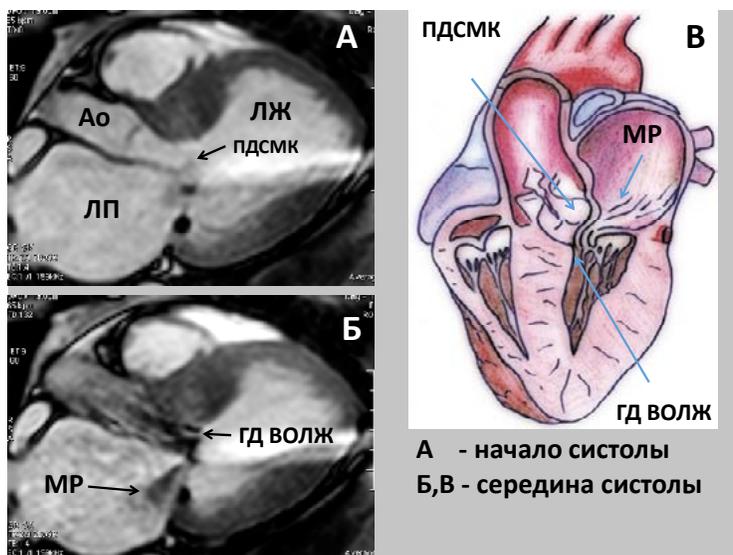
МРТ больного с ГКМП, длинная ось (А, Б, В). ПДСМК — переднесистолическое движение митрального клапана, ГД ВОЛЖ — градиент давления в выходном отделе левого желудочка
